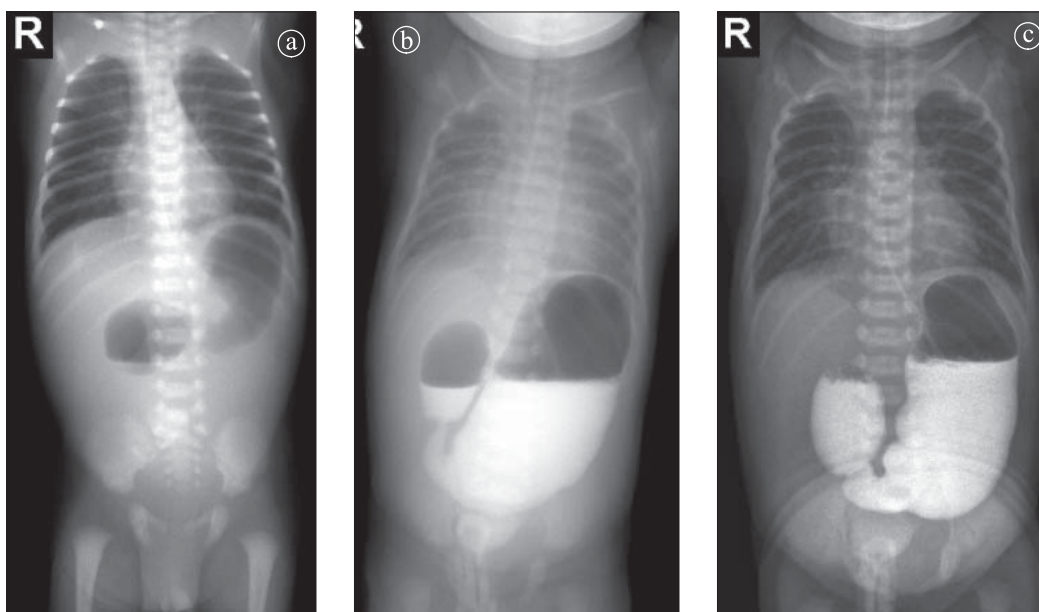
Atrezie duodenală. a) Radiografie abdominală b) c) examinare cu substanță de contrast.
